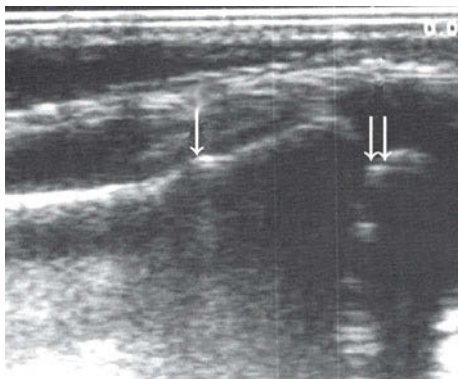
• Sonografisches Bild einer Wulstfraktur; beachte die typische Buckelung der Kortikalis (↓); nach distal sind die Wachstumsfuge und die Epiphyse sichtbar (↓↓)
